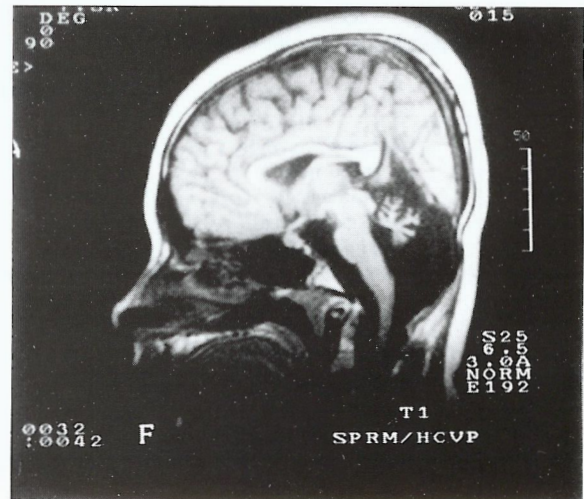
A RM é o melhor meio de evidenciar a hipoplasia do cerebello.
